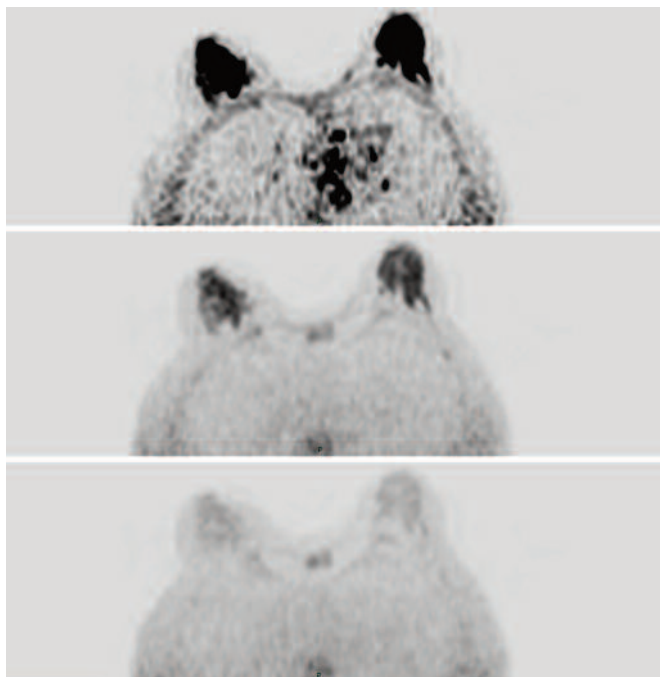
Immagini assiali acquisite con sequenza DWI con b factor pari a 0, 400 e 800 sec / mm². Non si documentano aree di ristretta diffusività di significato patologico.
